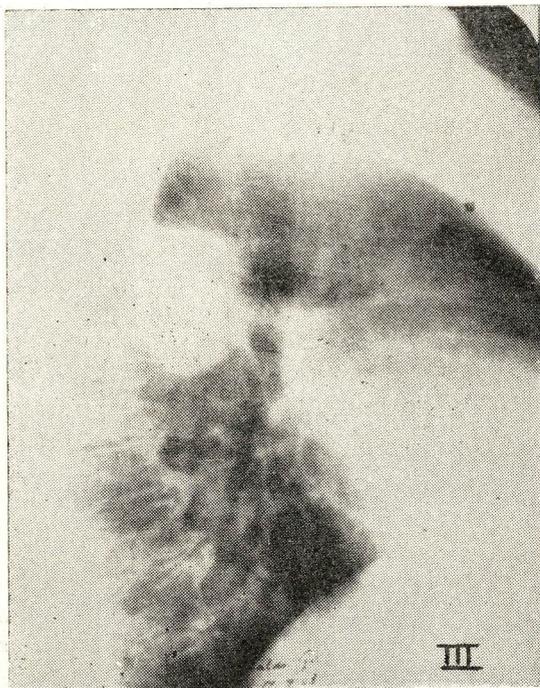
Tomografia mostrando tumor tércio superior Pulmâo Direito, Perfil. (17-9-58).
